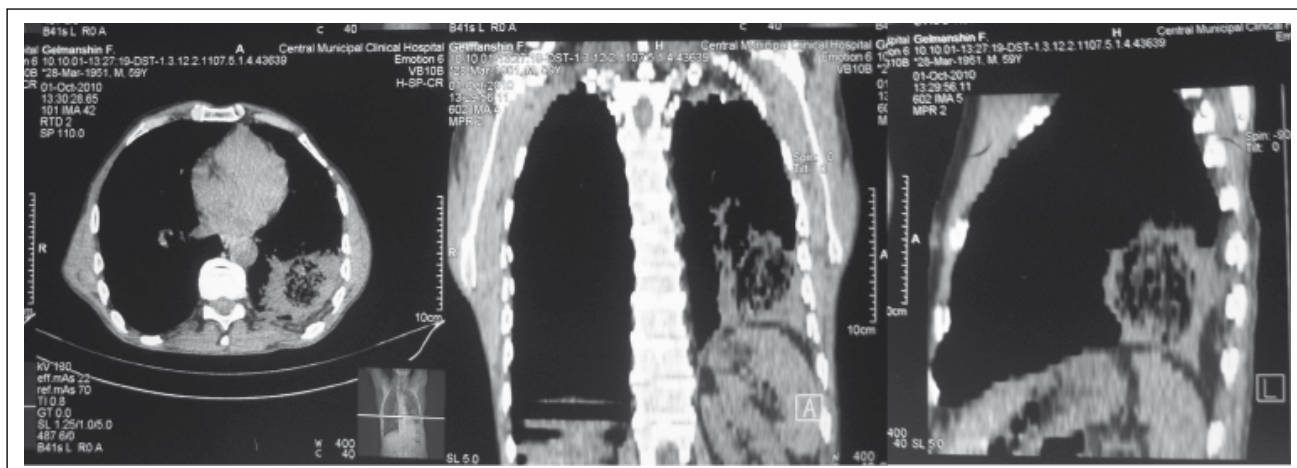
КТ-данные больного Г., 59 лет
